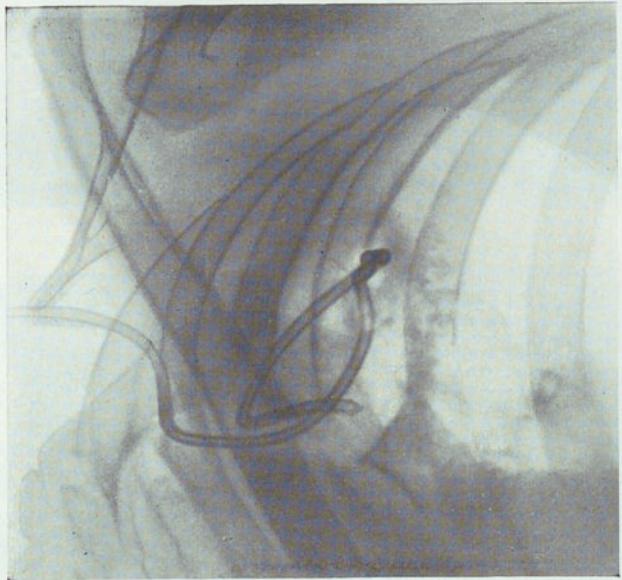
Radiografía del 11-VI-39. Reducción considerable de la cavidad veinte y dos días después.
